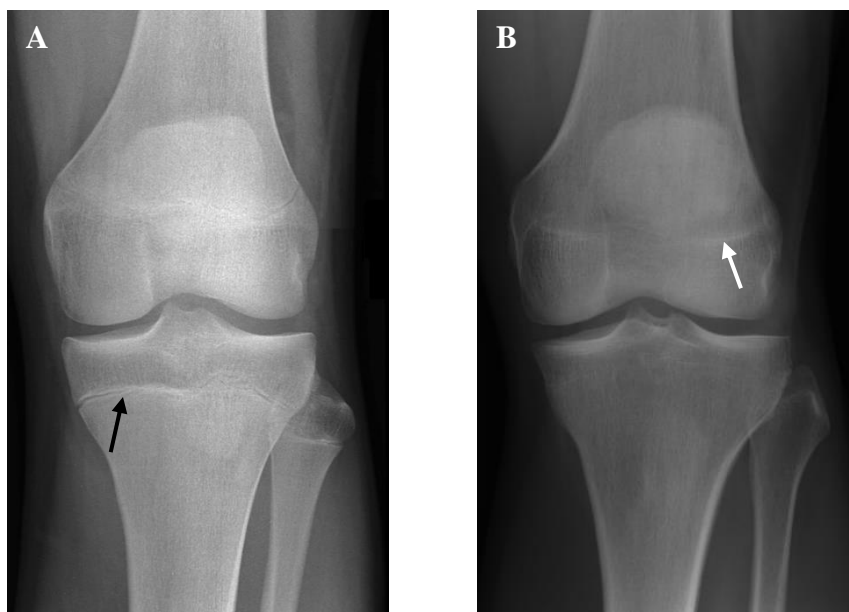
Radiografias ântero-posteriores do joelho normal de indivíduos em idade pediátrica e adulta*. A – no joelho jovem é possível observar uma zona hipodensa entre a epífise e a diáfise dos ossos longos correspondente à placa de crescimento (seta preta). (*Imagem adaptada de [73]*) B – no joelho adulto, existe continuidade óssea entre a epífise e a diáfise, observando-se uma linha hiperintensa correspondente à linha epifisária (seta branca). (*Imagem adaptada de [55]*)
